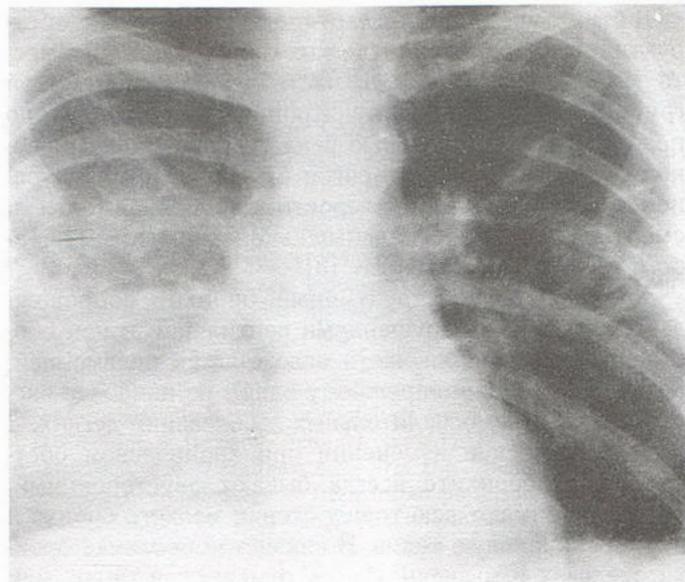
Рентгенограмма грудной клетки больного Б., 21 год.
